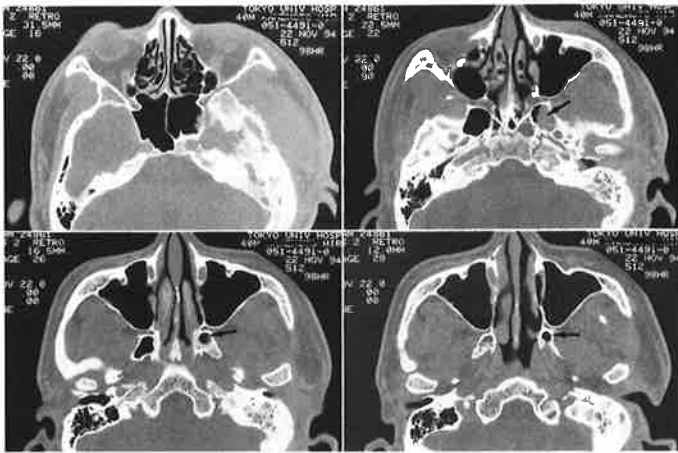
Preoperative CT scans, bone condition. The temporal bone was hyperostotic. Mastoid air cells and sphenoid sinus seem to be packed with isodensity mass and less pneumatized. Arrows indicate pterygoid extension of the sphenoid sinus.
